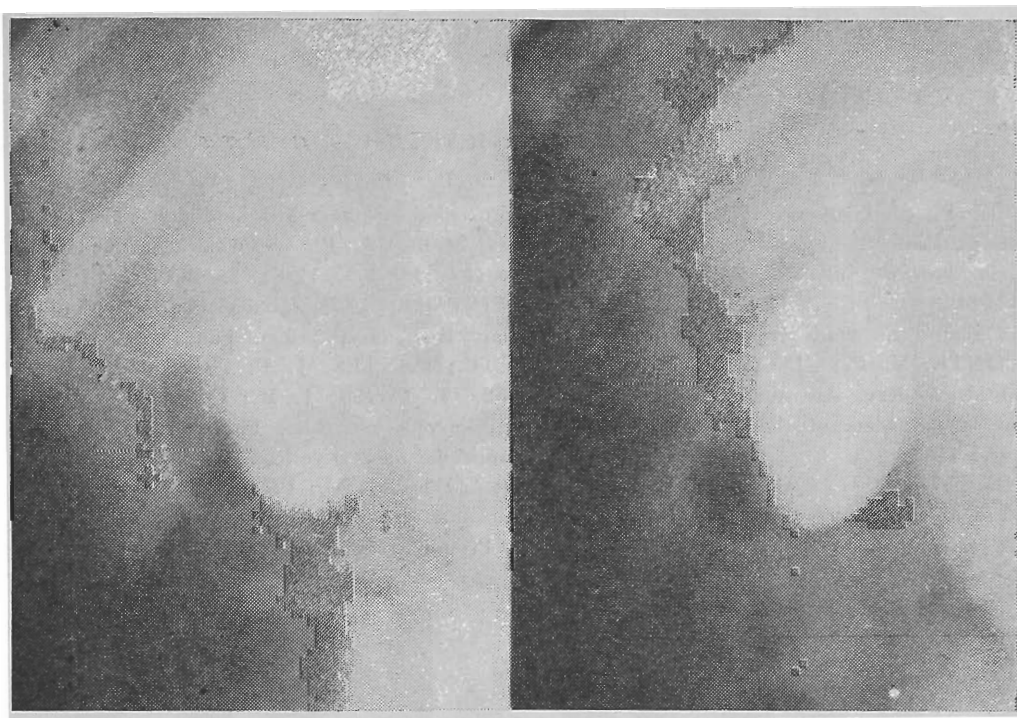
Colecistograma em discinesia colocística. Radiografias tomadas aos 40 e 90 minutos após a refeição de prova. Houve discreta diminuição do volume, com mudança da forma da vesícula. O diagnóstico foi confirmado pela manometria intra-operatória realizada pelo fundo vesicular, que mostrou uma pressão vesicular superior a 40 cm de água.
